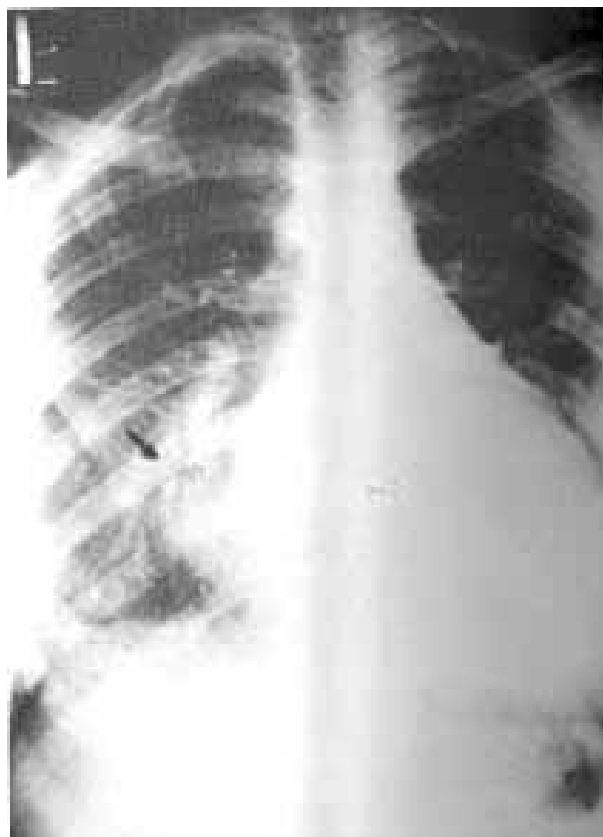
Radiografia de tórax (pósterio-anterior) mostrando imagem de condensação paracardíaca direita (seta) e cardiomegalia moderada.
